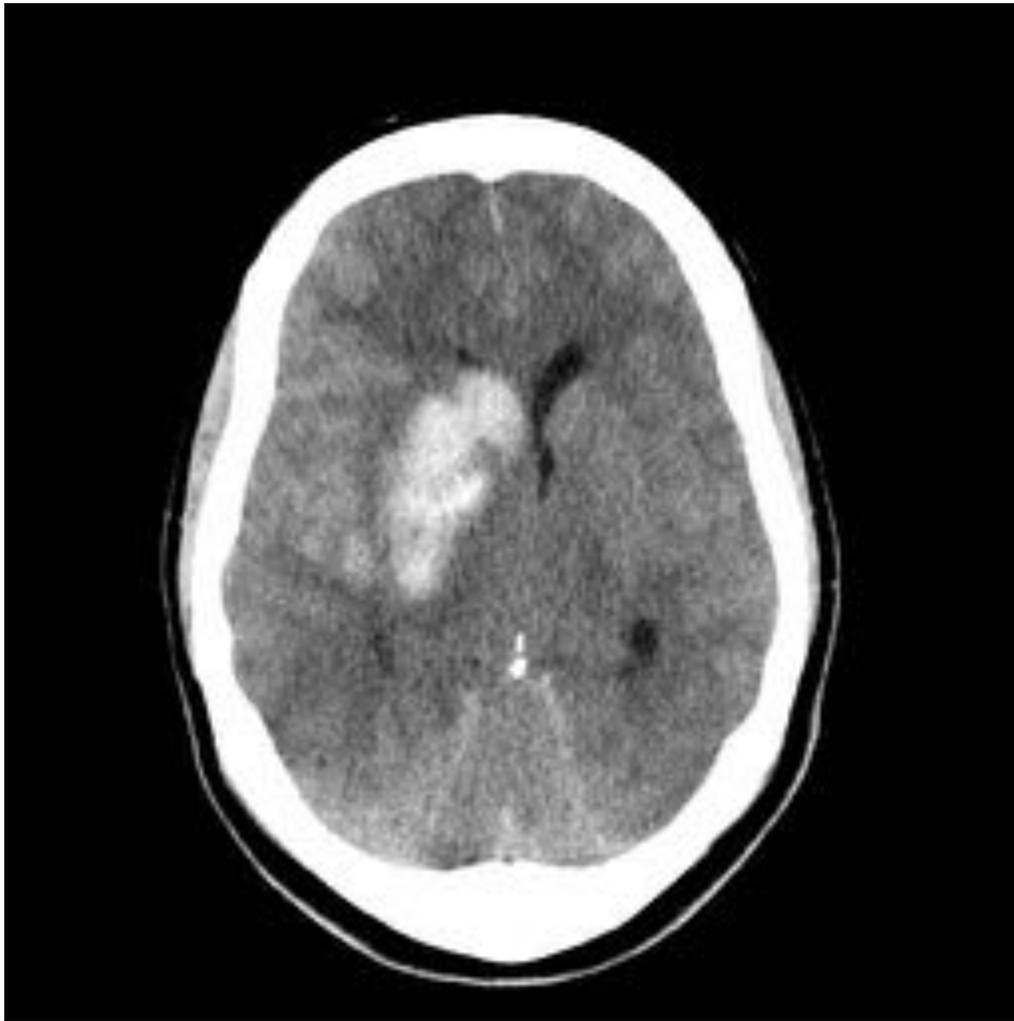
TC basal realizado dos horas tras la recanalización. El paciente falleció poco después.
